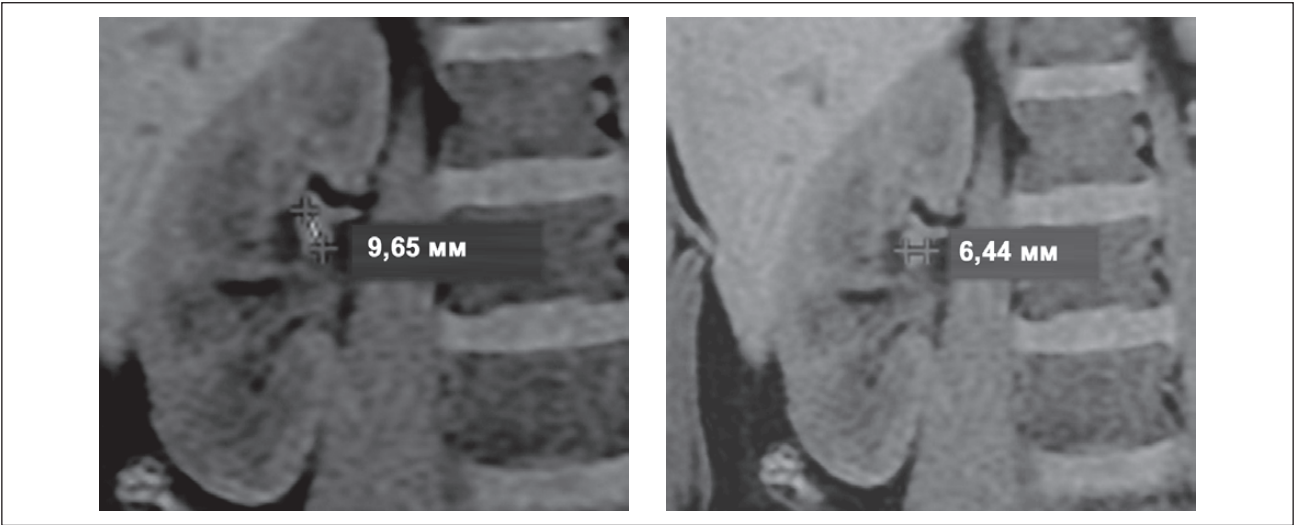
МСКТ: аневризма правої ниркової артерії
